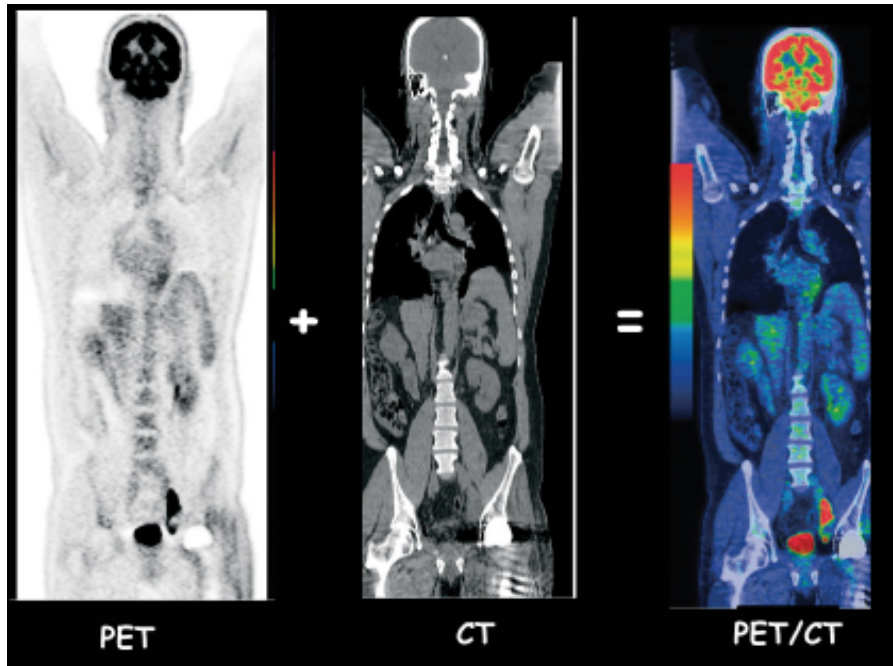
Correction d'atténuation et fusion d'images PET-CT.
